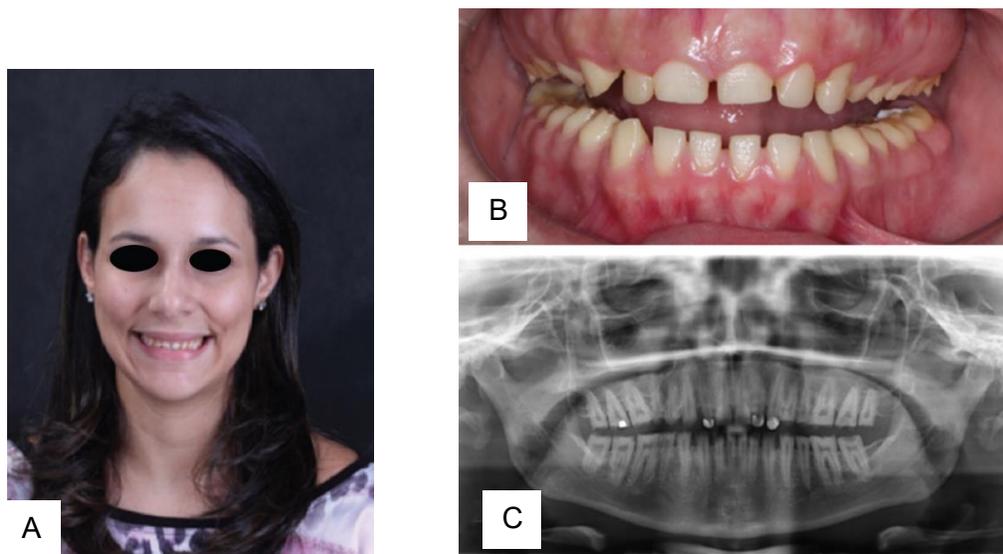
Paciente femenino de 26 años con AI. A) Fotografía de sonrisa. B) Fotografía intraoral vista anterior. C) Radiografía panorámica.
